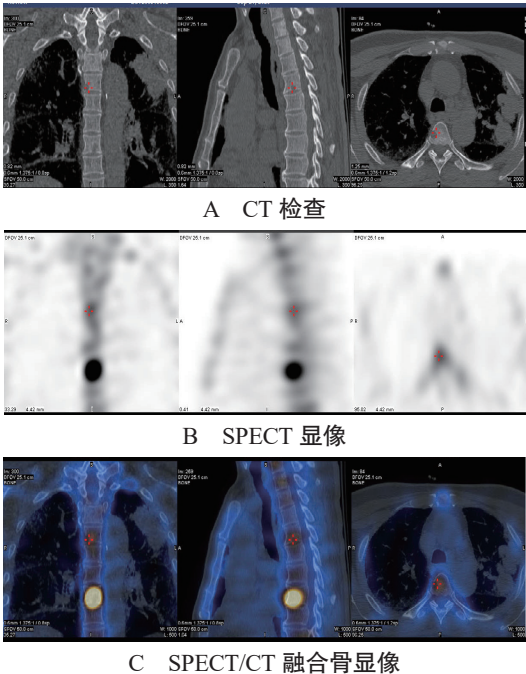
肺癌伴胸椎骨转移患者 SPECT/CT 融合骨显像检查影像图
